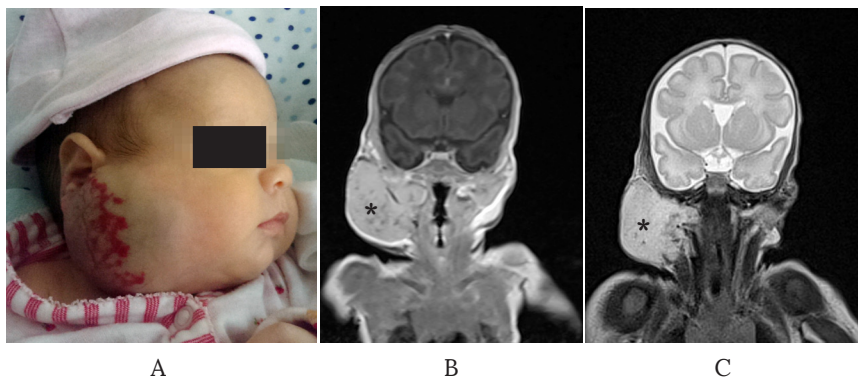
Дівчинка Д., 2 місяці. ІГ паротидної ділянки справа: А – фото, пухлиноподібне утворення в привушній ділянці великих розмірів, зміни шкіри. МРТ у фронтальній проекції: В – режим Т1; С – режим Т2. Визначається відмежоване судинне утворення часточкової структури (*).
